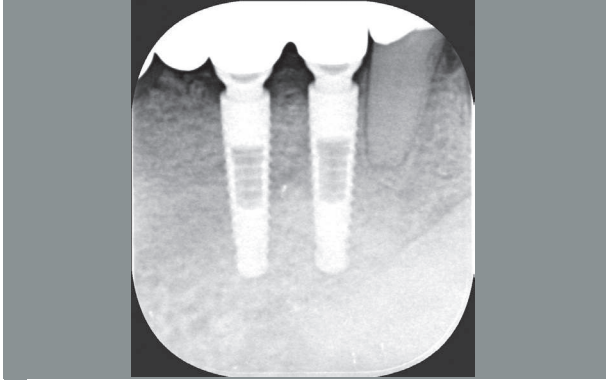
Radiografia periapicale degli impianti in posizione 4.1 e 3.1
